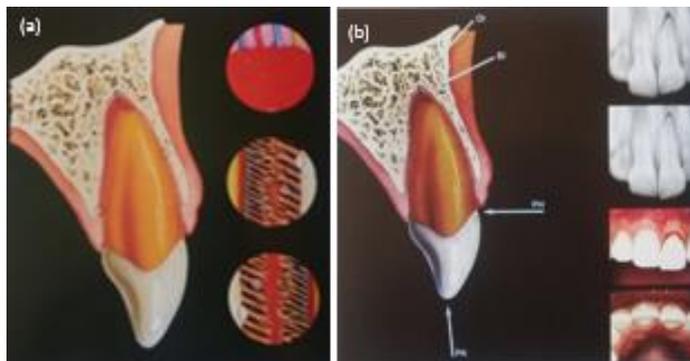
a) Luxación extrusiva, fuerzas oblicuas desplazan el diente fuera de su alveolo, solo las fibras gingivales palatinas previenen que el diente se avulse, tanto las fibras del LPD como el suministro neurovascular a la pulpa se fracturan; b) Características clínicas y radiográficas de la luxación extrusiva, la técnica radiográfica periapical de ángulo bisectriz es más útil que las exposiciones oclusales para revelar el desplazamiento. (Andreasen,2007, p.414)
